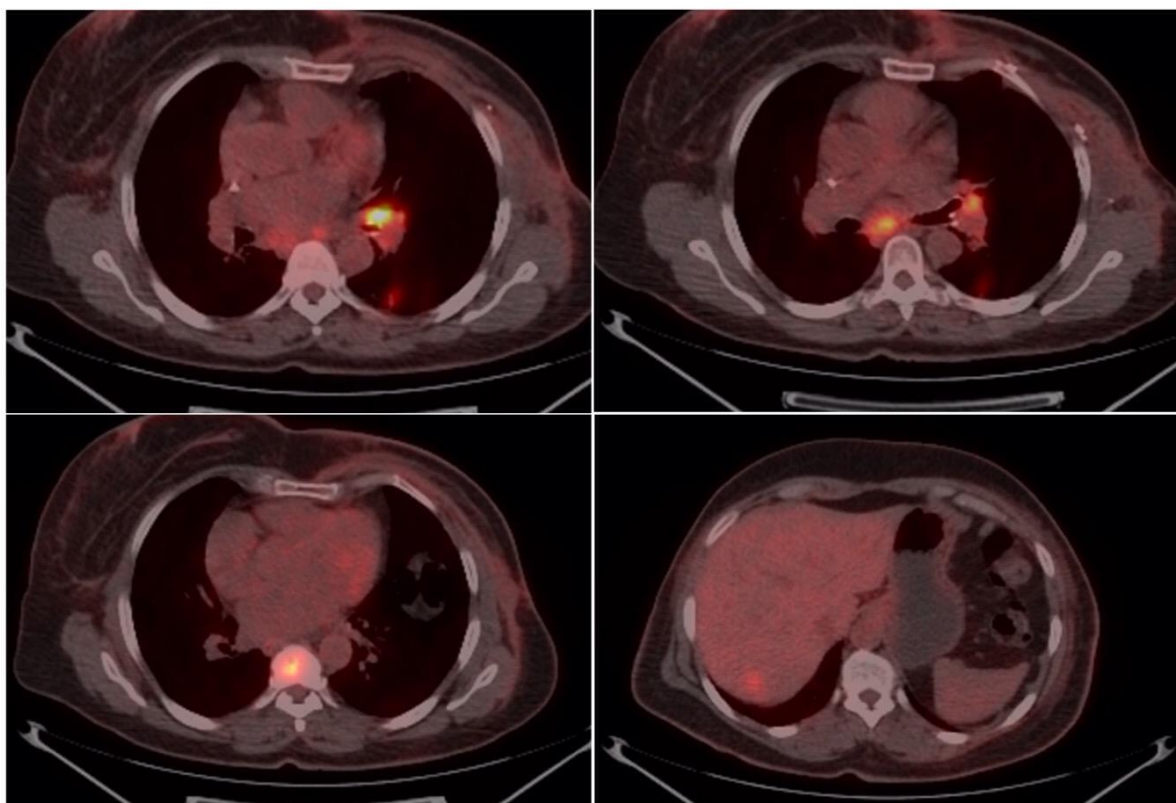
Quatre seccions del PET-TAC amb presència de diferents lesions metastàtiques.
